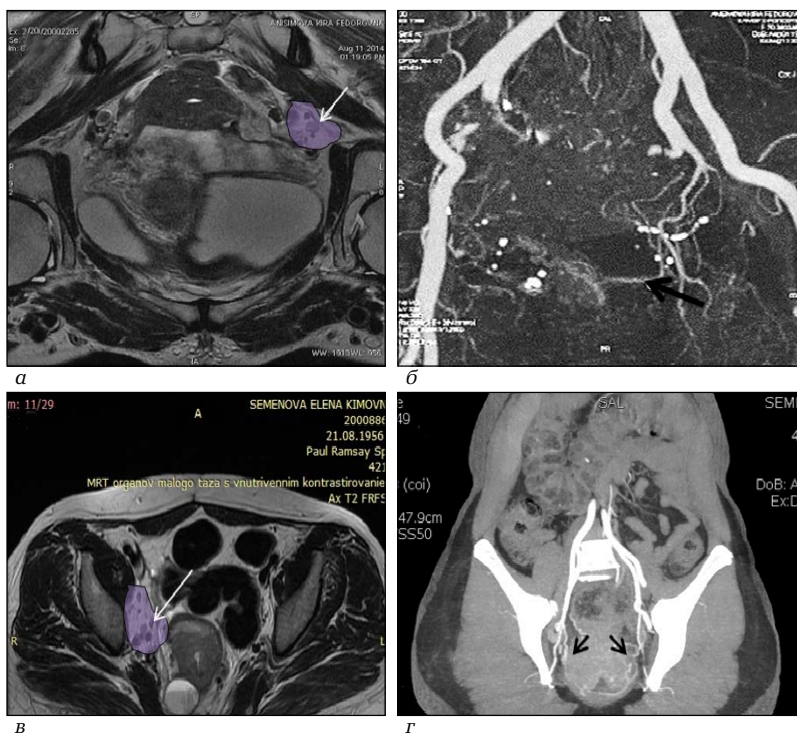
Индивидуальные особенности кровоснабжения и латеральные метастазы: а — МРТ малого таза: белой стрелкой отмечено поражение латерального лимфатического узла вдоль внутренней подвздошной артерии, слева; б — КТА малого таза, тот же пациент, белой стрелкой отмечена визуализированная левая средняя прямокишечная артерия; в — МРТ малого таза: белой стрелкой отмечено поражение латеральных лимфатических узлов области запирательной ямки; г — КТА органов малого таза, тот же пациент, черными стрелками отмечено наличие СПА с обеих сторон
